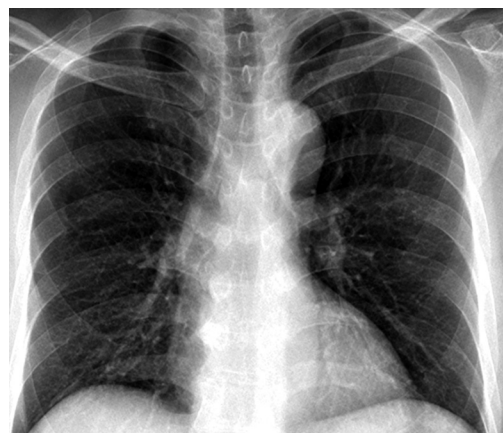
Chest X-ray findings. No abnormal findings were noted on day 8 post-transarterial chemoembolization.
